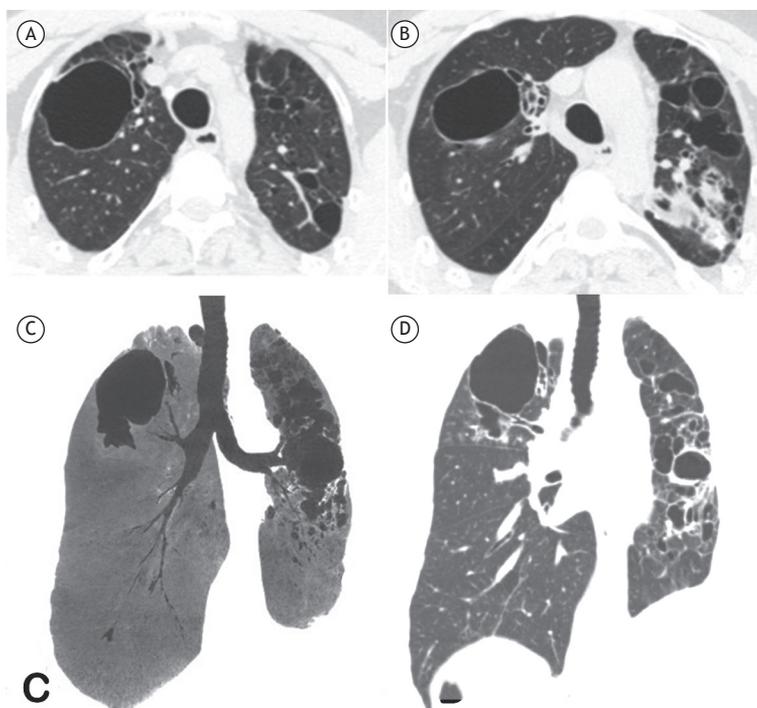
TC axial dos lobos superiores (em A e B) e reconstrução coronal (em C) mostram cavidades bilaterais de paredes finas e consolidações não homogêneas no pulmão esquerdo, além de bronquiectasias. Uma reconstrução coronal realizada 10 meses antes (em D) apresentou achados semelhantes.
